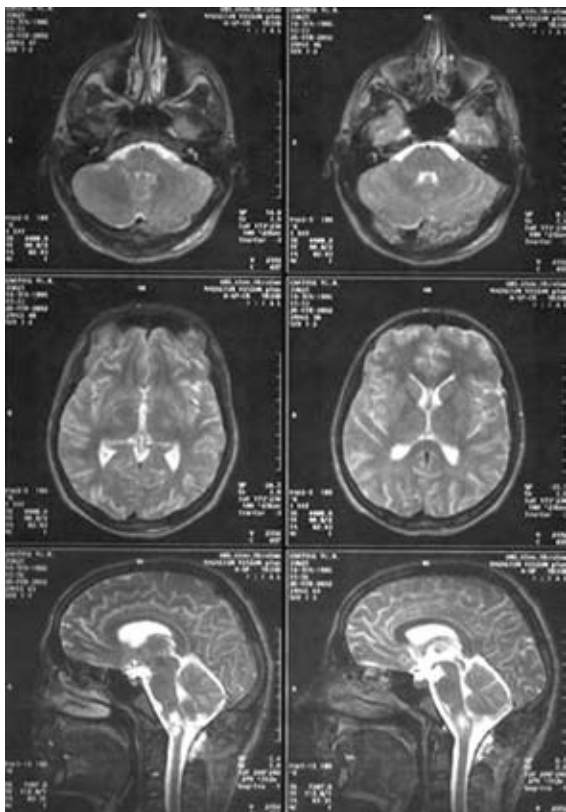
Магнитно-резонансные томограммы головного мозга того же пациента. Аксиальная и сагиттальная проекция. Состояние после опорожнения кисты продолговатого мозга (контроль через 1 год)
